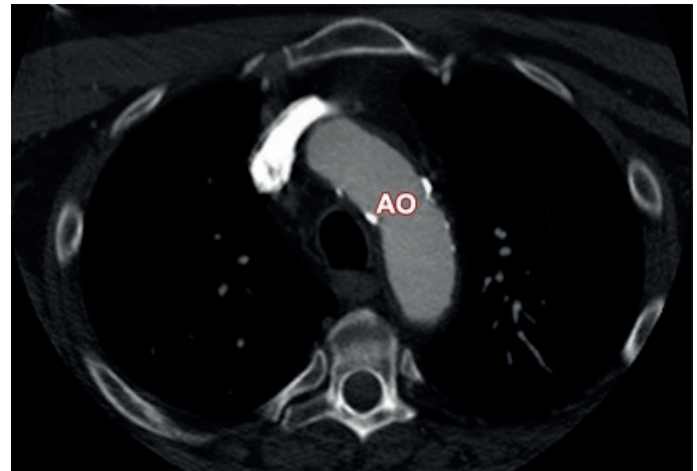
Imagen axial de Angio Tomografía Computada a nivel del Arco aórtico (AO)
